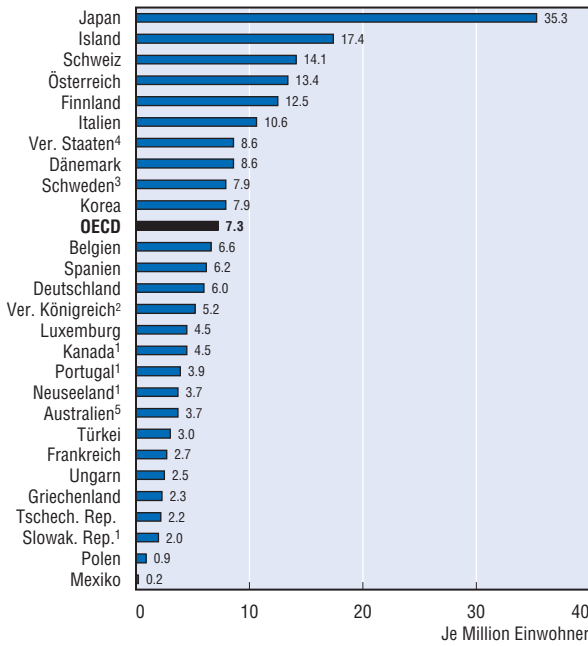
CT-Scanner, je Million Einwohner, 2002
